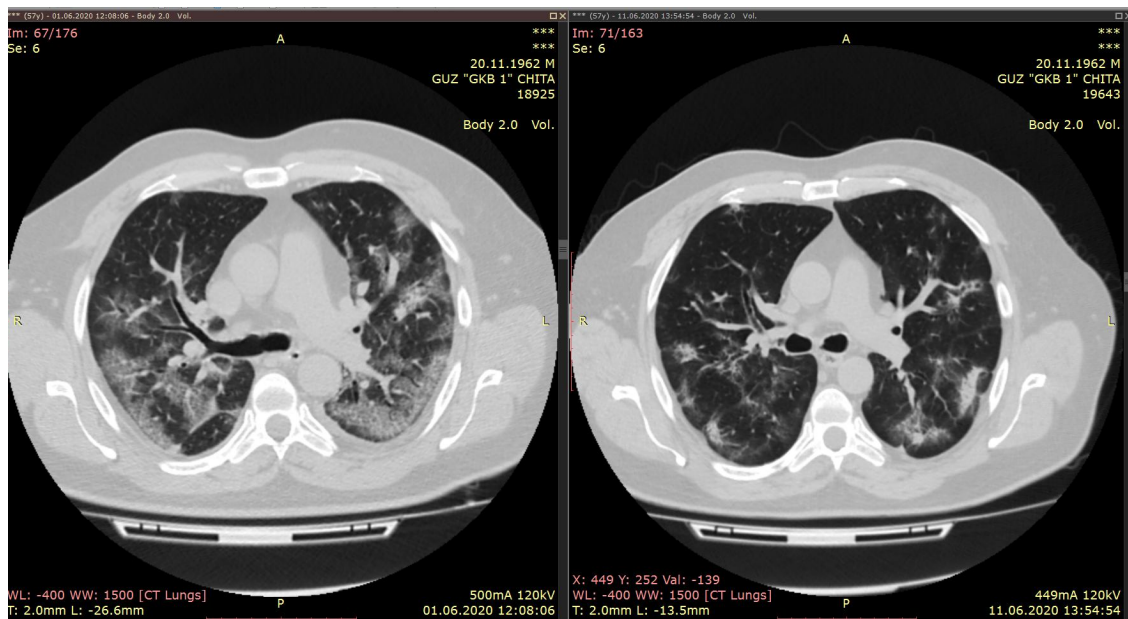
Данные КТ ОГК от 11.06.2020 (справа) в сравнении с данными от 01.06.2020 (слева)
